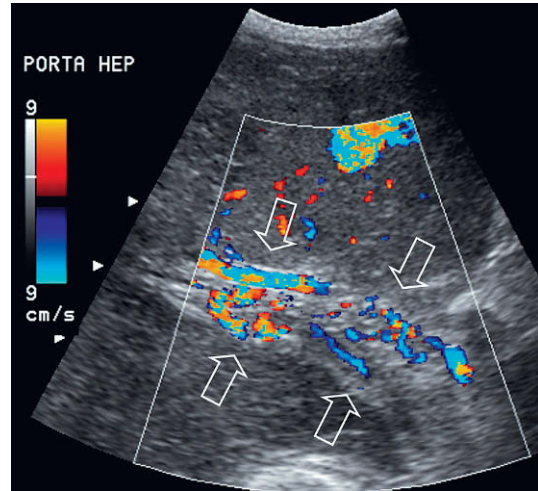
Imagen oblicua de Doppler color del hilio hepático. No se visualiza una vena porta normal. En su lugar hay un plexo de pequeños vasos con flujo hepatópeto (flechas). Tras una trombosis de la vena porta, esta red de pequeños vasos reconstituye el flujo portal hacia el hígado, lo que se conoce como transformación cavernomatosa de la vena porta.
